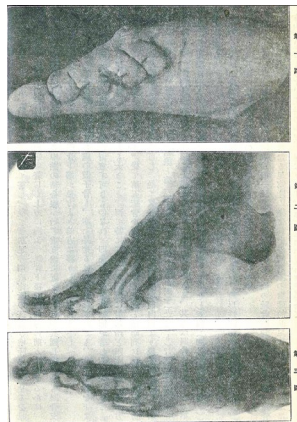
「纏足Shaouchio」のX線写真 (大正15年(1926)第13巻1号)
